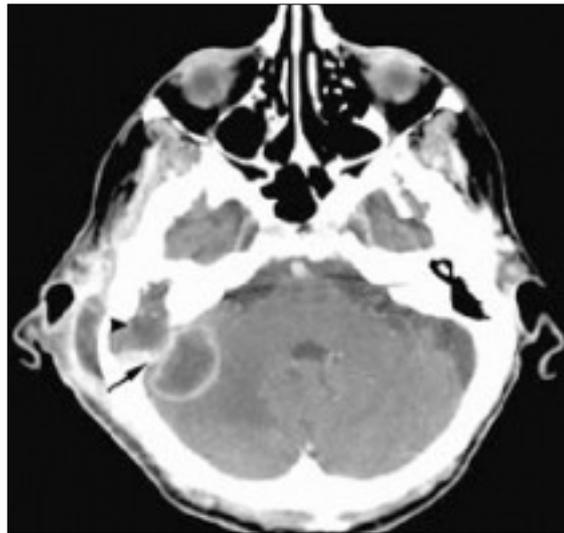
Absceso encefálico. En la tomografía computarizada con contraste se aprecia el realce en anillo.
